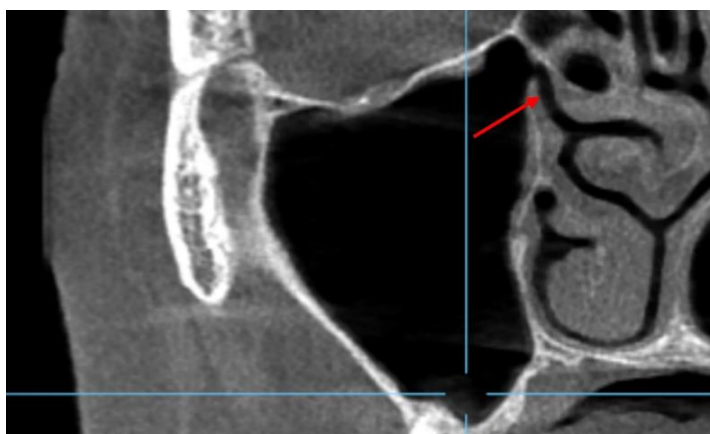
Secțiune axială din TC: evaluarea complexului osteo-meatal (săgeata) și a sinusului maxilar
